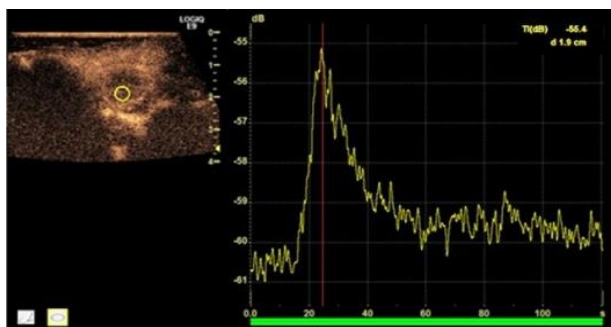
ККУЗИ. Построение КИВ. ROI установлен в зону наибольшего накопления ЭКП в плеоморфной аденоме ОСЖ
